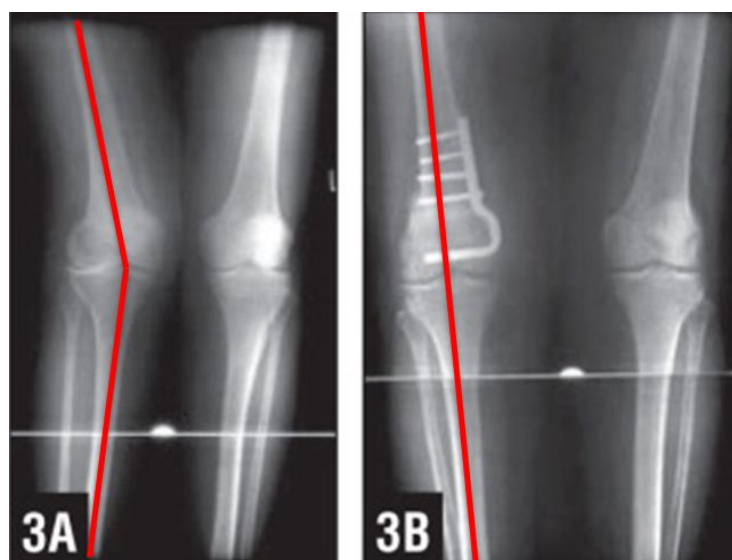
röntgenfotos voor en na correctie van een X-been
